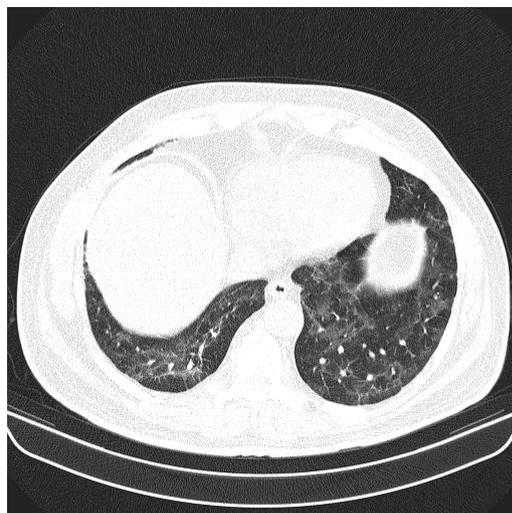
Tomografia computadorizada de tórax em janela de parênquima evidencia padrão de lesões semelhantes à pneumonia intersticial não-específica, com espessamento de septos e opacidades em vidro fosco periféricas.
